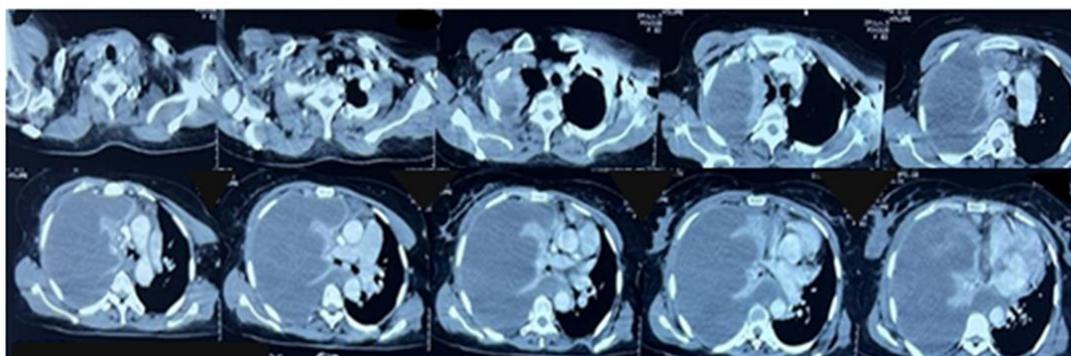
TDM thoraco-abdominale objectivant un kyste hydatique du foie de 127*106*185 mm qui est fistulisé au niveau pleural droit avec des kystes hydatiques mammaires droit de 59*29 mm.
